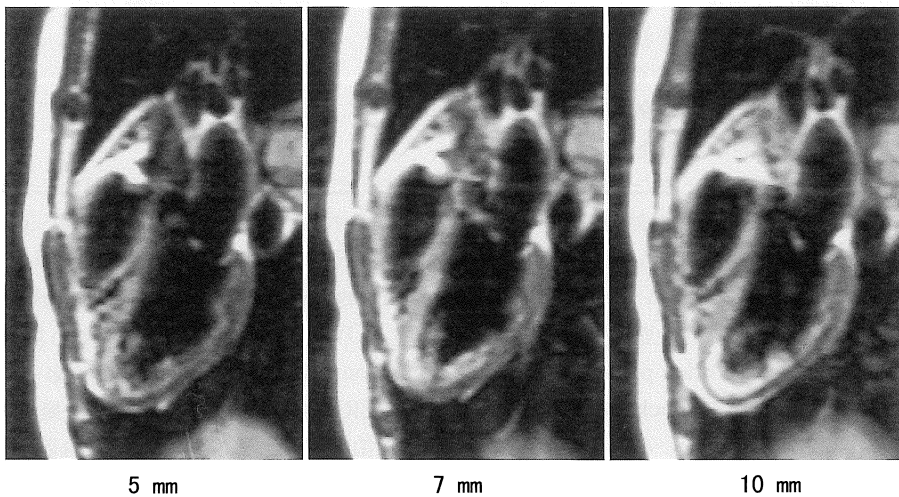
Left ventricular transverse long axis MR images of the heart of a healthy person. Cardiac images with various slice thickness (5, 7, and 10 mm) and a same acquisition thickness in long axis view. Note that high intense band-like area adjacent to inner surface of left ventricular wall is accentuated according to increased section thickness.
